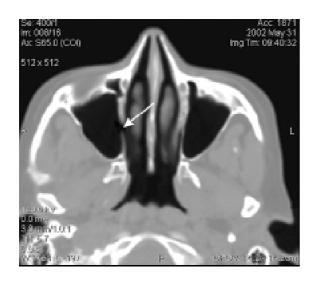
Комп'ютерна томограма порожнини носа і параназальних синусів у аксіальній проекції. Стрілкою позначено додаткове співустя верхньощелепної пазухи
